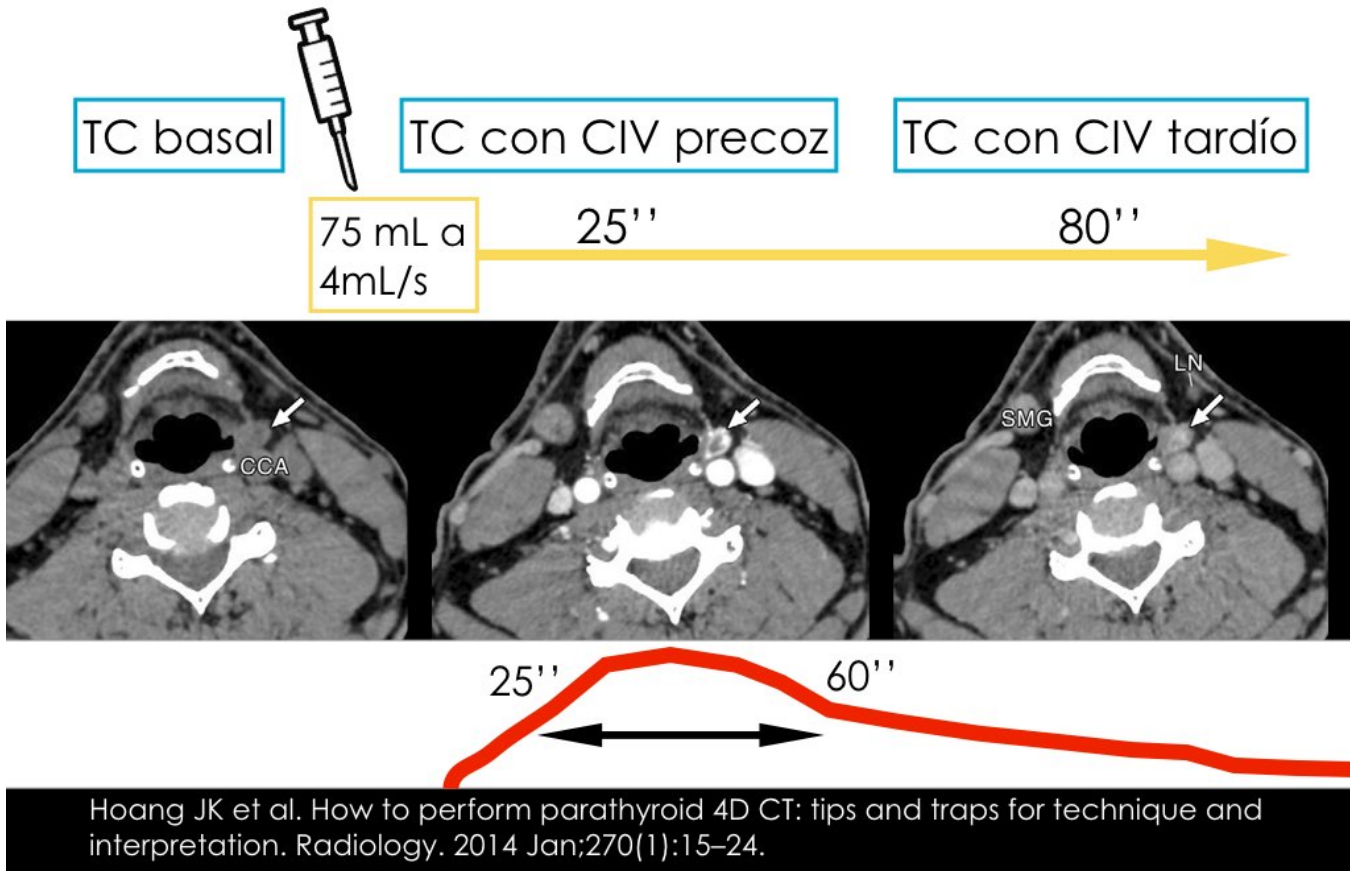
Técnica de adquisición del TC-4D en un caso de adenoma paratiroideo.
